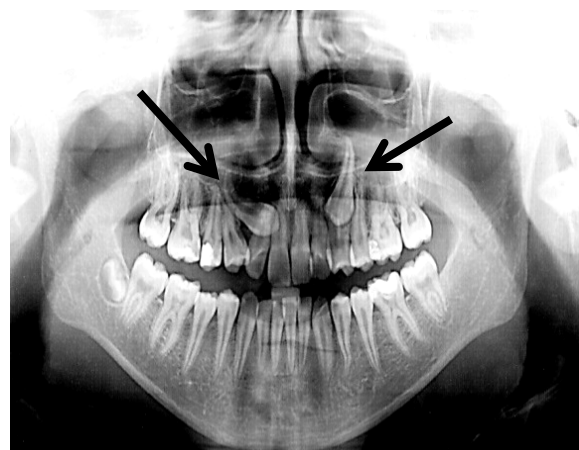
Ортопантомограмма
